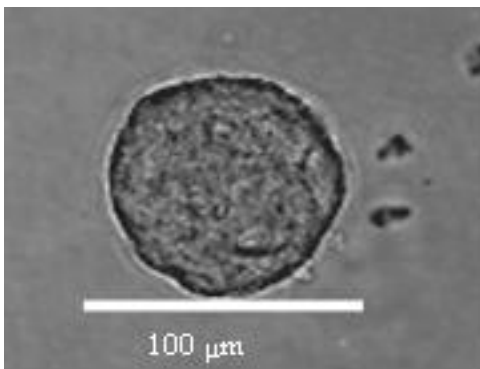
Sphäre der Zelllinie BT183.
